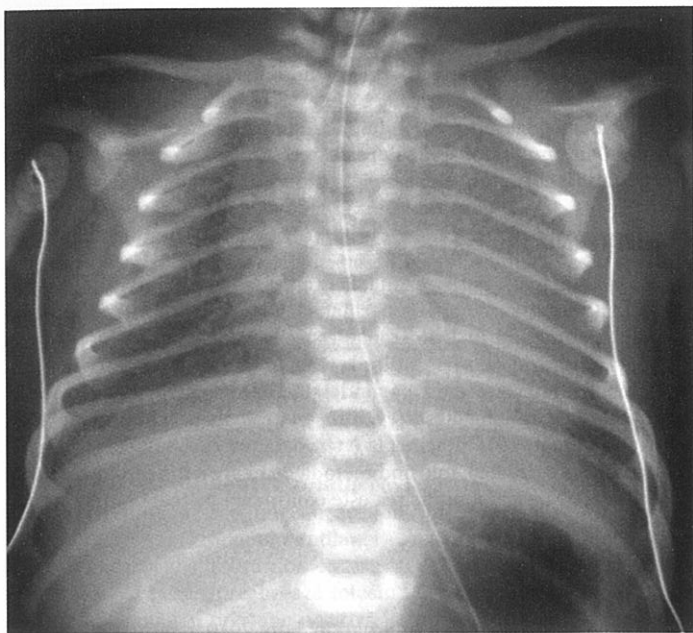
Radiografie toracică a unui nou-născut intubat care prezintă semnele clasice de SDR. Remarcați aspectul granular sau „de sticlă mată” al parenchimului pulmonar, inflația redusă, absența opacităților focale, bronhograma aerică evidentă.
